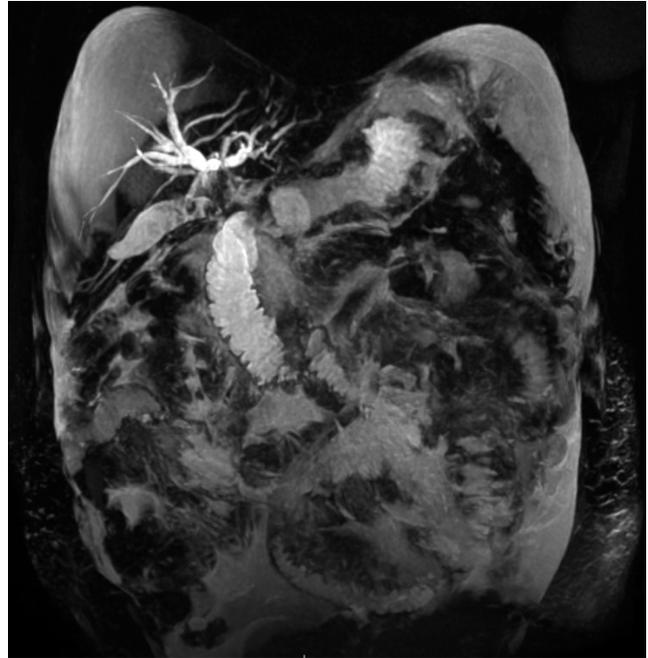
Colangiorrresonancia 3D. Dilatación de la vía biliar intrahepática. En los conductos hepáticos derecho e izquierdo se observa transición abrupta y paso filiforme de líquido en el conducto hepático común. Vesícula biliar distendida con múltiples imágenes hipointensas, que ocupa en su interior líquido perivesicular.
